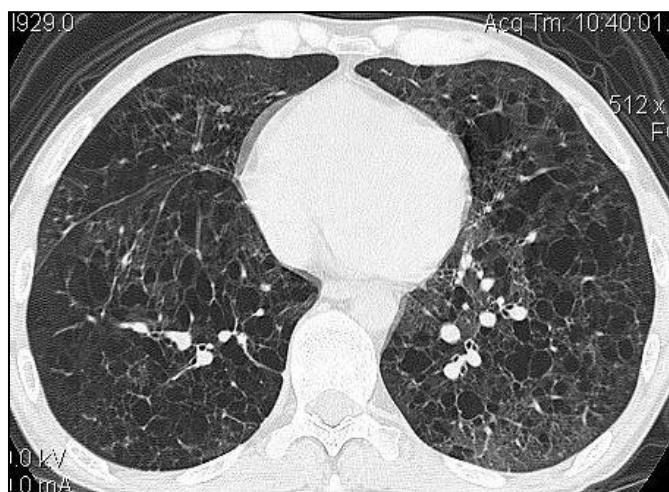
Больной Е., 30 лет. На КТ-срезе выявляются типичные нарушения, характерные для гистиоцитоза на поздней стадии в виде разнокалиберных тонкостенных кистозных полостей. О наличии очагов на фоне дезорганизованной легочной ткани достоверно судить невозможно
